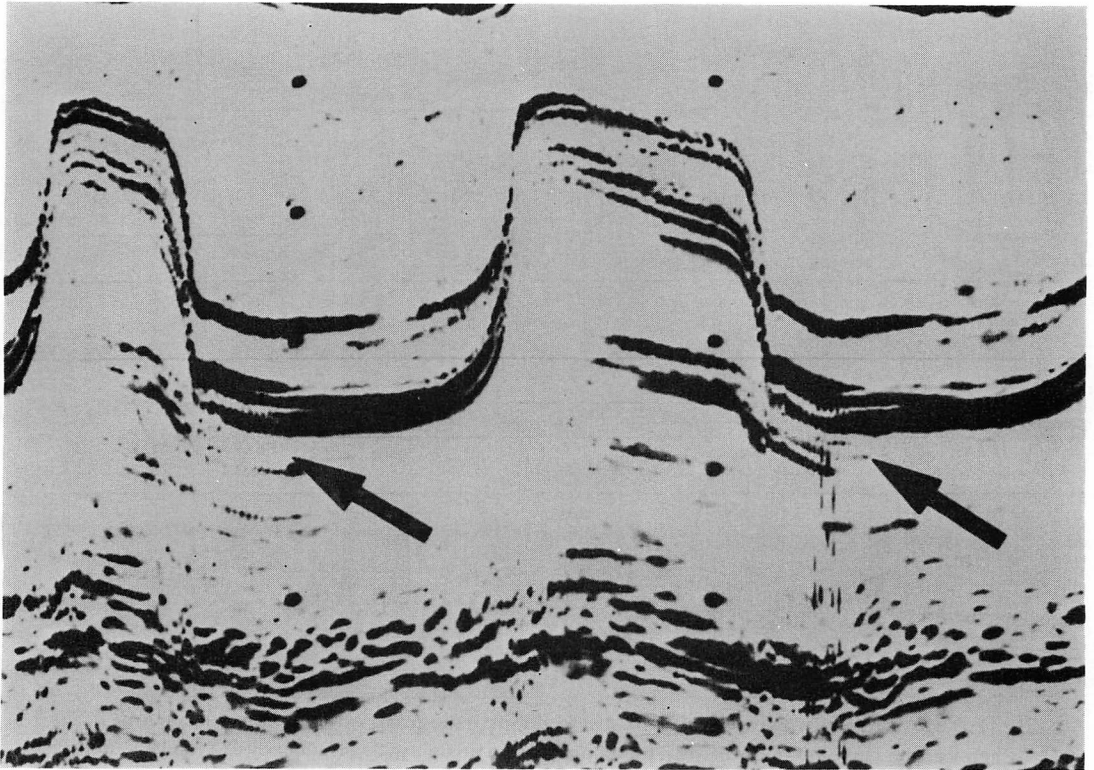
Magnified M-mode echocardiogram of the mitral valve (beats 3 and 4) of Fig. 2. Early systolic fluttering of the mitral valve and chordae tendineae is clearly seen.
